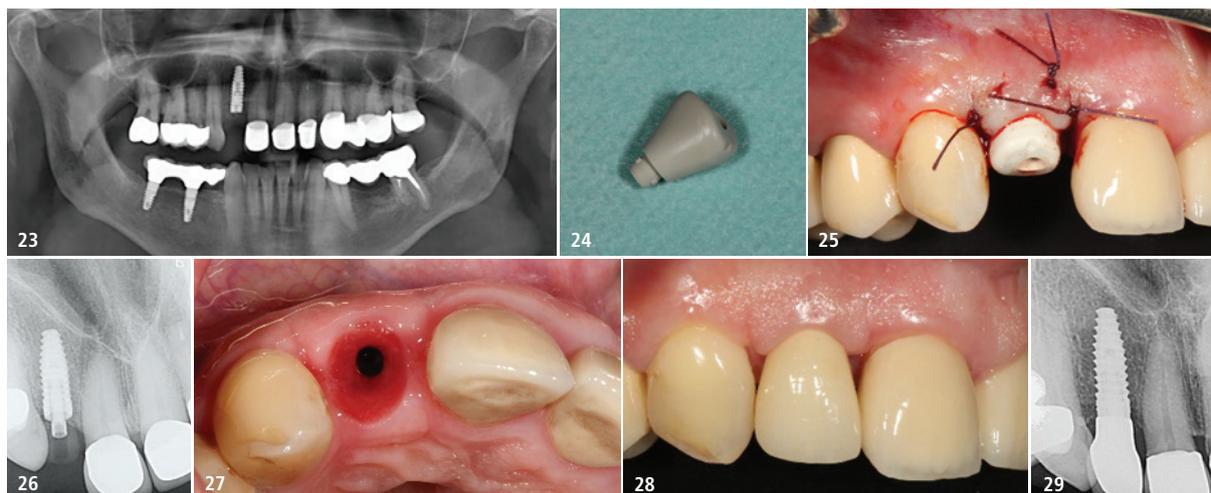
OPG nach Implantation in Regio 12 und drei Monate postoperative Kontrolle. – Abb. 24: Gingivaformer aus Polyetheretherketon (PEEK). – Abb. 25: Eingesetzter individueller Gingivaformer und Fixation der periimplantären Mukosa. – Abb. 26: Zahnfilm und Röntgenkontrolle des Implantats in Regio 12. – Abb. 27: Ansicht von vertikal zeigt die individuell ausgeformte Mukosa unmittelbar vor der definitiven Suprakonstruktion. – Abb. 28: Bukkale Ansicht der definitiv eingesetzten Krone. – Abb. 29: Zahnfilm und Röntgenkontrolle des Implantats in Regio 12 nach Kronenversorgung.
